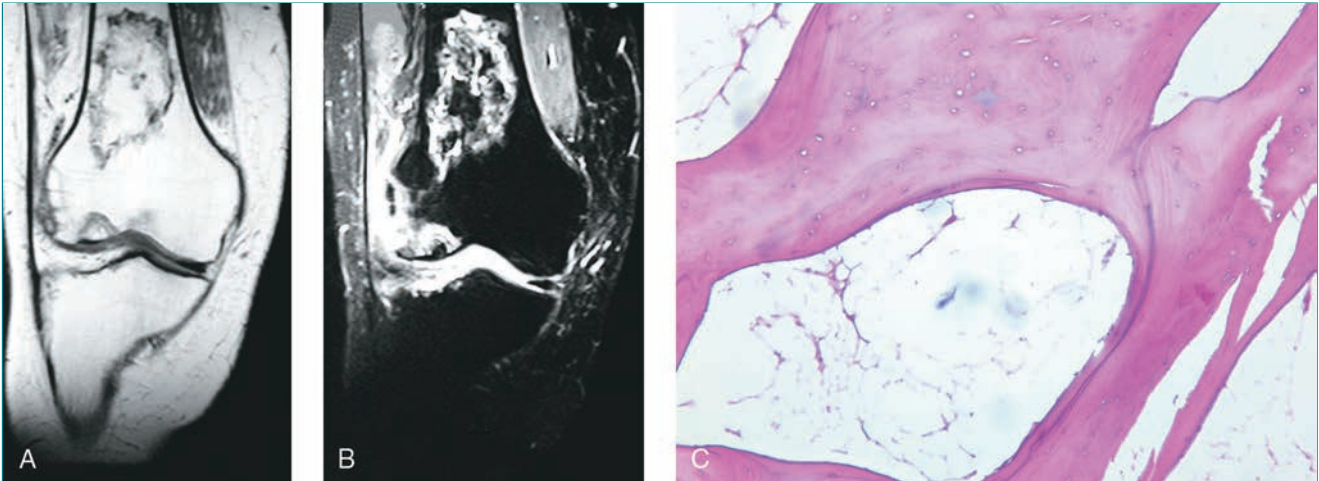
Osteonecrosis. A, Imagen de resonancia magnética ponderada en T1 coronal de la rodilla de un paciente con osteonecrosis, en la que se aprecia una gran lesión metafisaria y una zona de necrosis en forma de cuña en la región subcondral del cóndilo externo del fémur. B, Imagen de resonancia magnética ponderada en T2 coronal que pone de manifiesto ambas lesiones, la gran lesión metafisaria y la subcondral del cóndilo externo. C, Tinción de hematoxilina-eosina que demuestra la ausencia de médula ósea y de osteocitos en las trabéculas.
